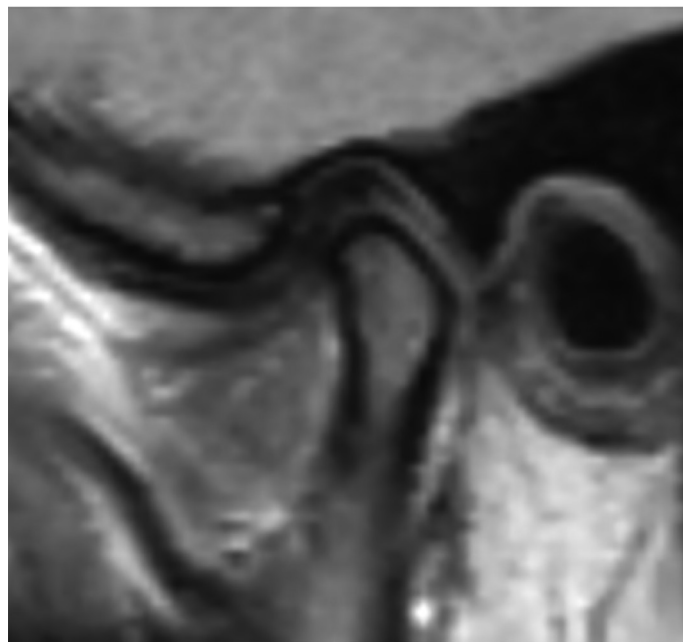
МРТ в сагиттальной проекции больной К., 45 лет. T1 взвешенное МРТ левого ВНЧС той же больной на котором видна головка мыщелка с высокой интенсивностью сигнала.
